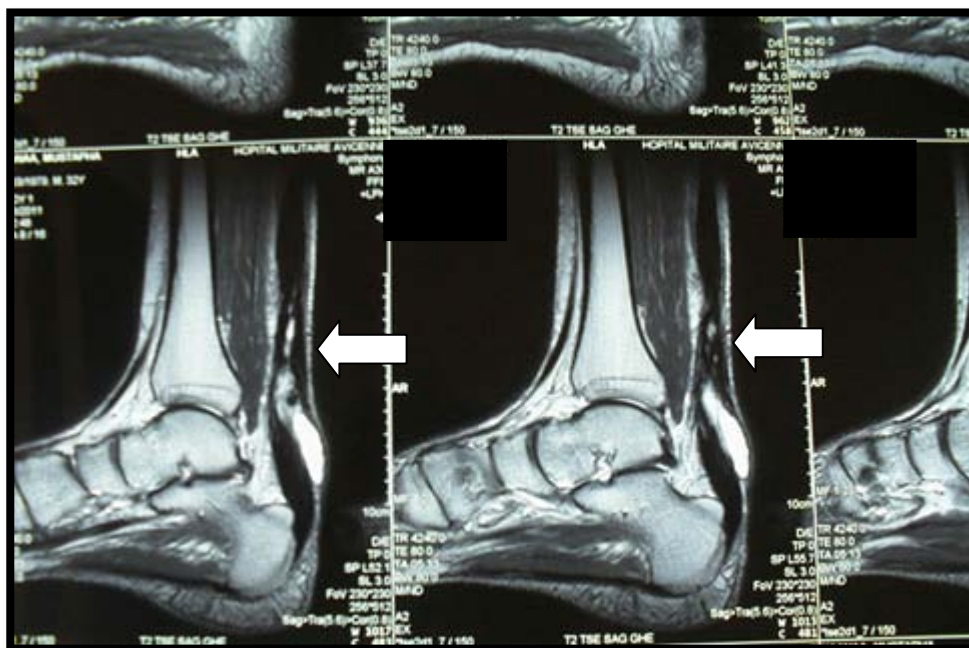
IRM préopératoire démontrant un defect (flèche) chez un patient de notre série avec une rupture négligée du tendon d'Achille
